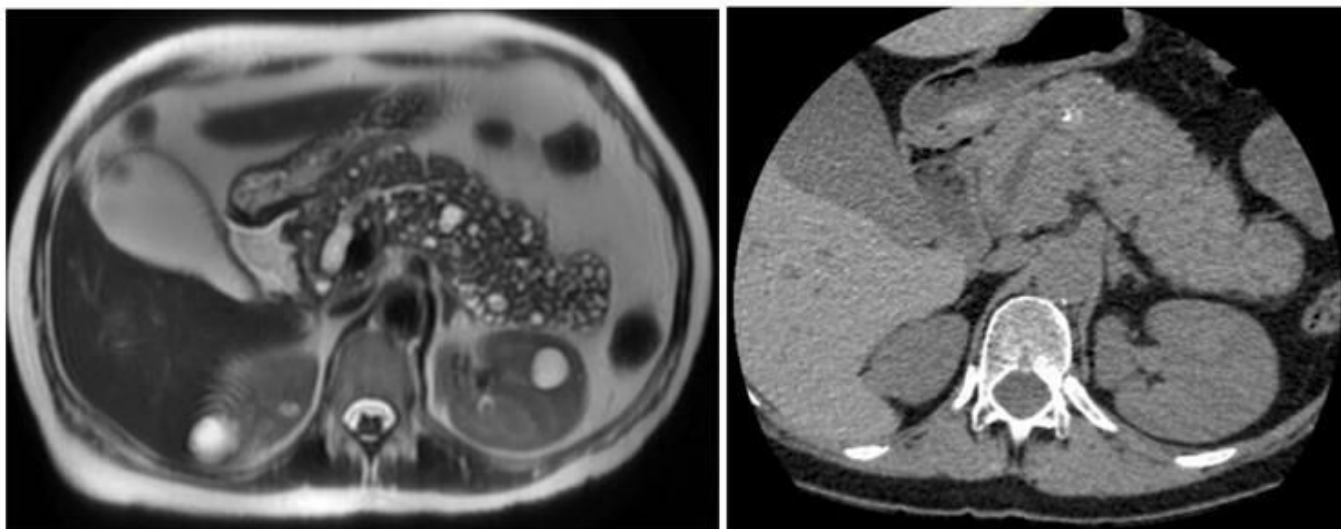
Imagen preoperatoria de RM y TC de páncreas.
